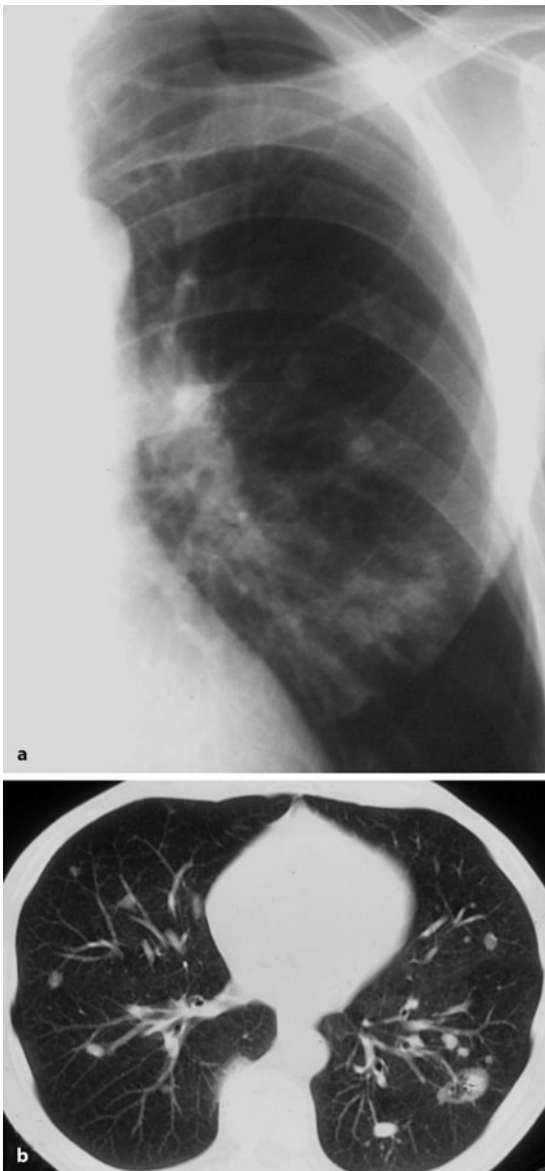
a, b. Caplan-Syndrom. Multiple pulmonale Rundherde, im Durchmesser 1 cm oder größer, in – zeitlich nicht kongruenter – Kombination mit einer primär chronischen oder subakuten Polyarthrit. a Übersicht ohne wesentliche Silikosezeichen. b CT, auch hier keine wesentlichen Silikosezeichen
